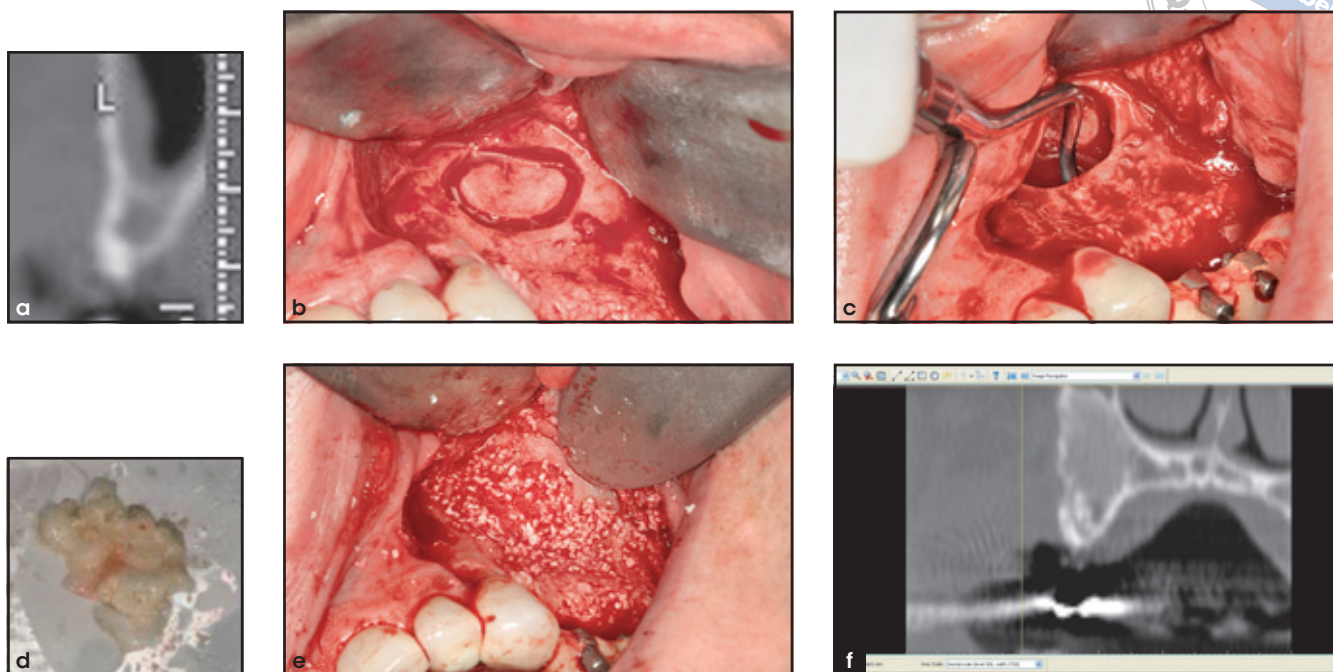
Operation mit lateraler Fensterung. (a) CT der Ausgangssituation, (b) laterale Osteotomie, (c) Anhebung der Sinusmembran, (d) rhBMP-2/ACS in Kombination mit Bio-Oss, (e) Einbringen der Transplantatmaterialien in die Kieferhöhle, (f) CT-Kontrolle 6 Monate postoperativ.
